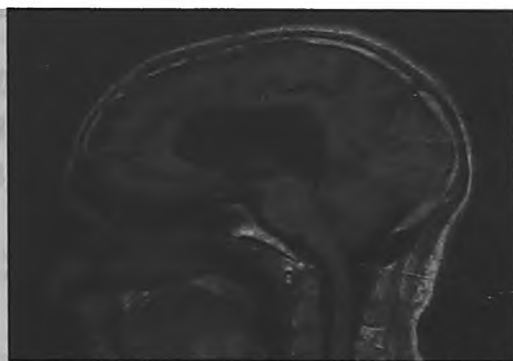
Контрольная МР томография в сагиттальной проекции, T2 режим. Состояние после удаления опухоли.
